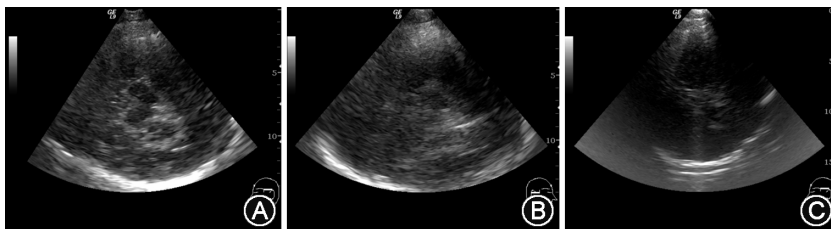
经颅脑实质超声的探测声窗。A. 声窗良好, 通过一侧颞窗可看到对侧颅骨的回声、蝶形的中脑及黑质回声; B. 声窗欠佳, 颅内结构显示欠佳, 仅能看到一侧中脑的轮廓和不很清晰的回声; C. 颞窗透声不良, 中脑结构显示不清。仅能看到对侧颅骨的回声, 有时丘脑平面能看到第三脑室结构
